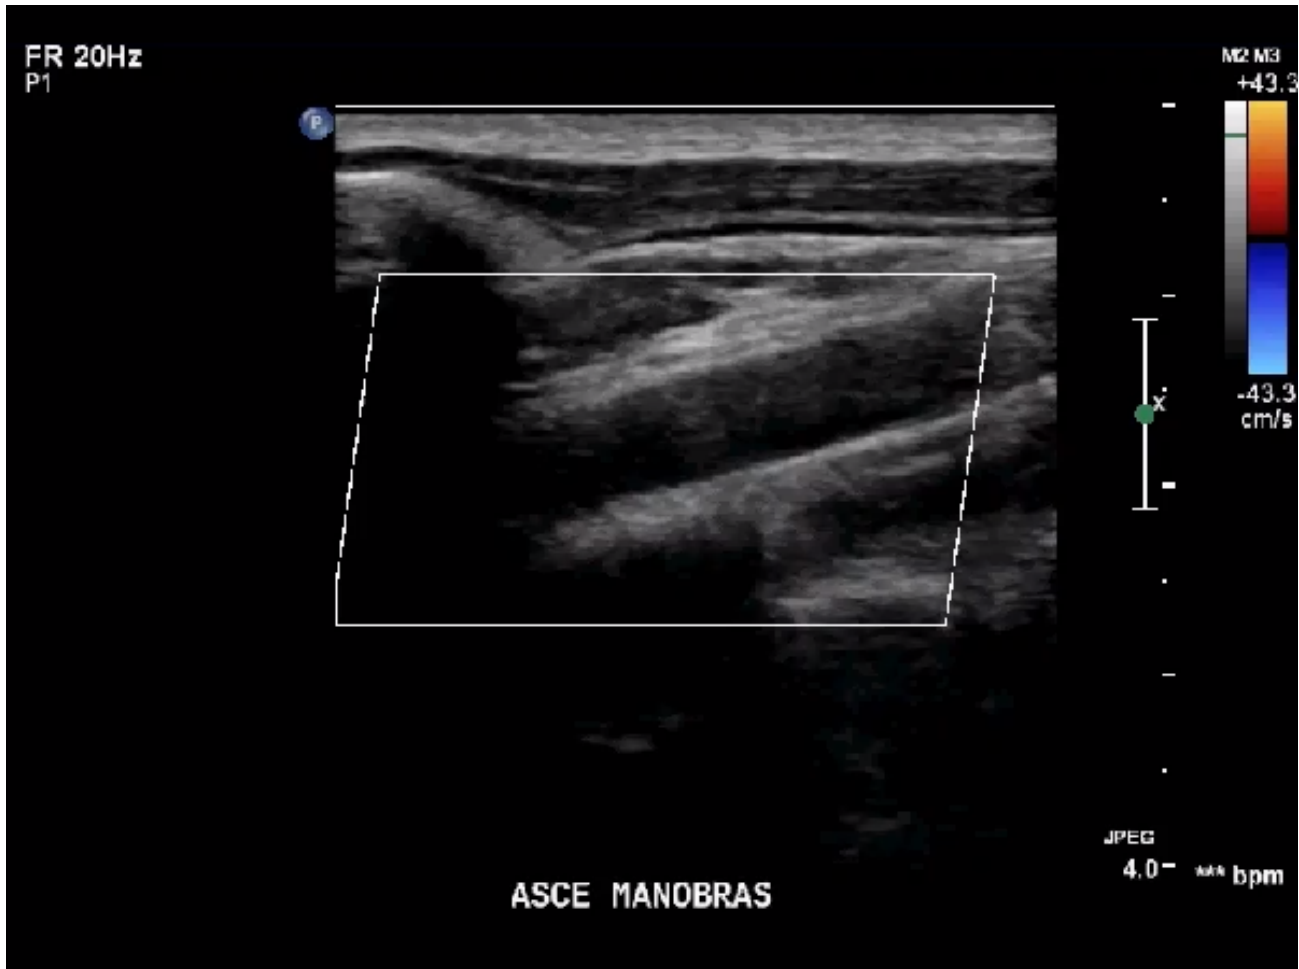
Doppler colorido da artéria subclávia esquerda no espaço costoclavicular com elevação total do braço
